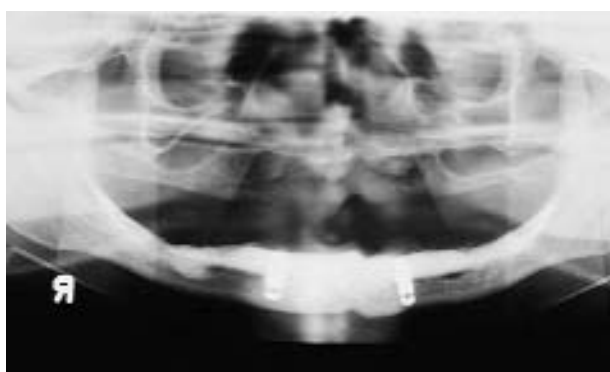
A, Radiografía panorámica de una mujer de 86 años que tenía una aumentación de HA 8 años antes de buscar mayor retención de su prótesis completa inferior. Se observa la falta de hueso adecuado debajo de la aumentación de HA. El tratamiento incluye dos implantes anteriores colocados a través de la aumentación de HA y dentro de 5 mm de hueso mandibular nativo.
